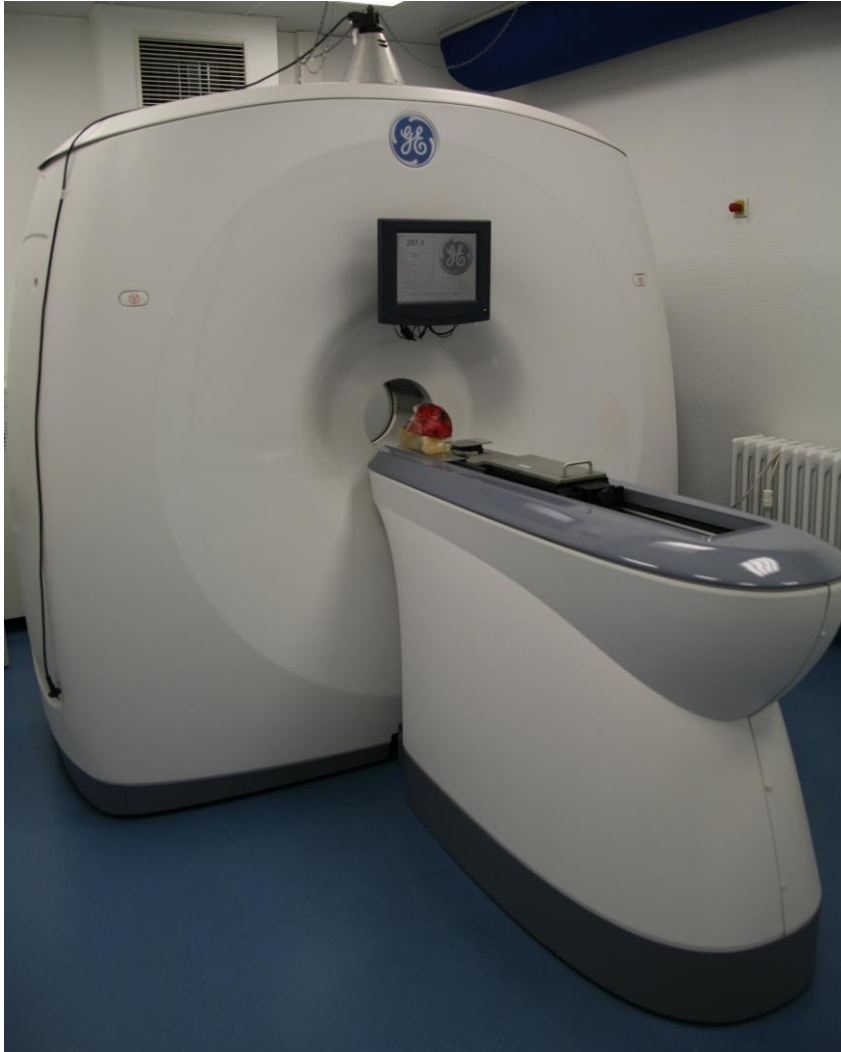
Der Tomograph eXplore Locus Ultra – eLU
